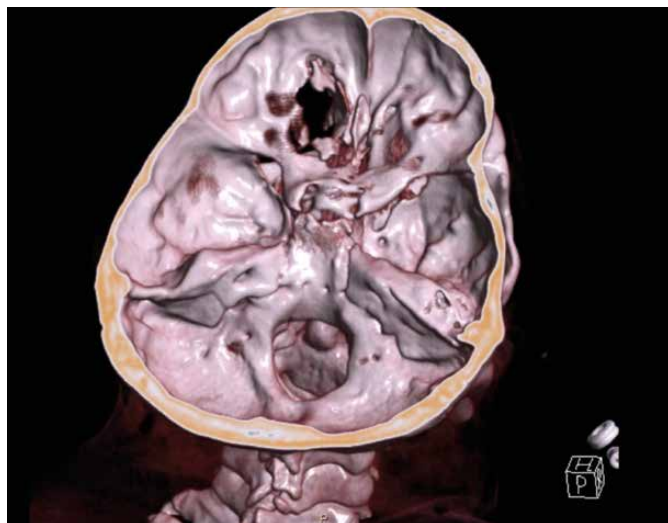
Zlomenina stropu levé očníce. *Ante mortem* CT – 3D rekonstrukce. (Left orbital fracture. *Ante mortem* CT – 3D reconstruction).
